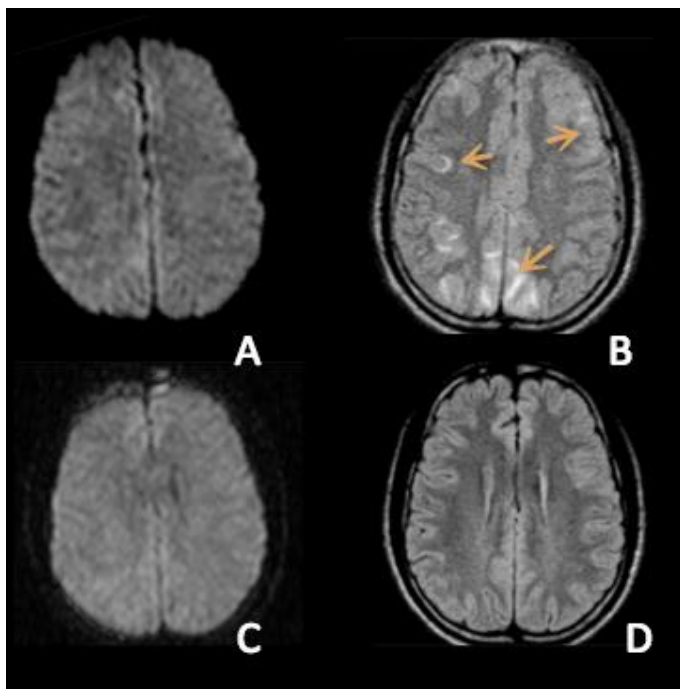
IRM encéphalique. A, B : séquences diffusion et FLAIR à J1 montrant des hypersignaux (flèches) FLAIR de topographie cortico-sous-corticale, fronto-pariéto-occipitale bilatérale prédominant nettement en postérieur sans traduction sur la séquence de diffusion. C,D : séquences diffusion et FLAIR, contrôle à J10
